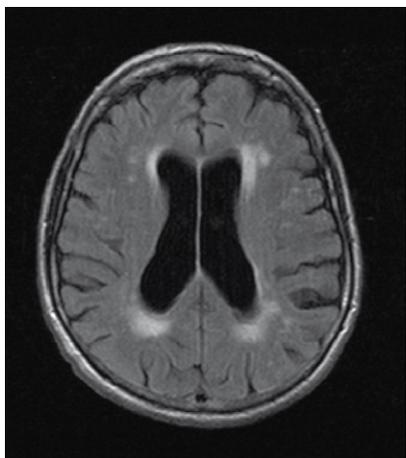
Resonancia magnética (T2) en la que se observa leucoaraiosis periventricular leve.
